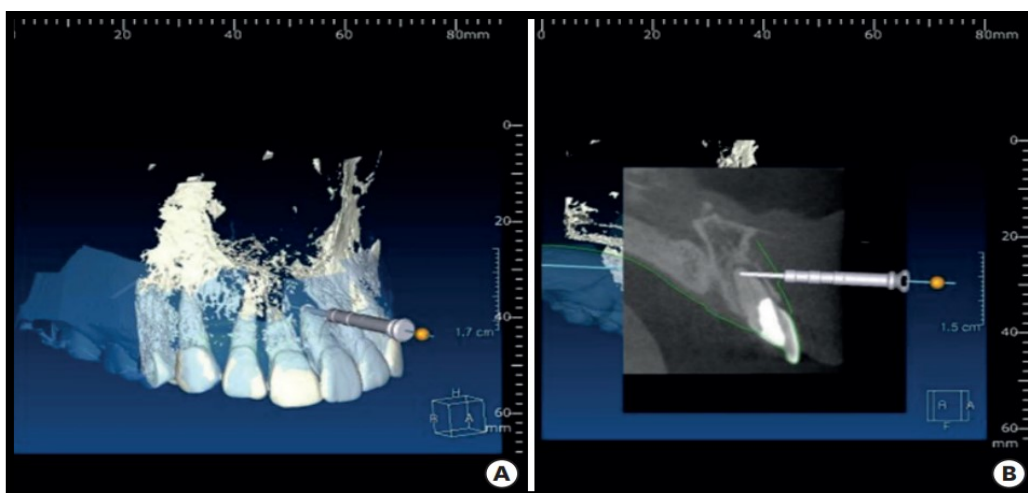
Dados do CBCT misturados com os dados STereoLithography (STL) obtidos da varredura do molde dentário no *software* de planeamento de implantes. (A) Mistura dos dados do CBCT (branco) e do STL (transparência azul) com a área de segmentação indicada. (B) Vista transversal do CBCT. A profundidade e a angulação da broca podem ser determinadas. Adaptado de: Kim et. al., 2019.
